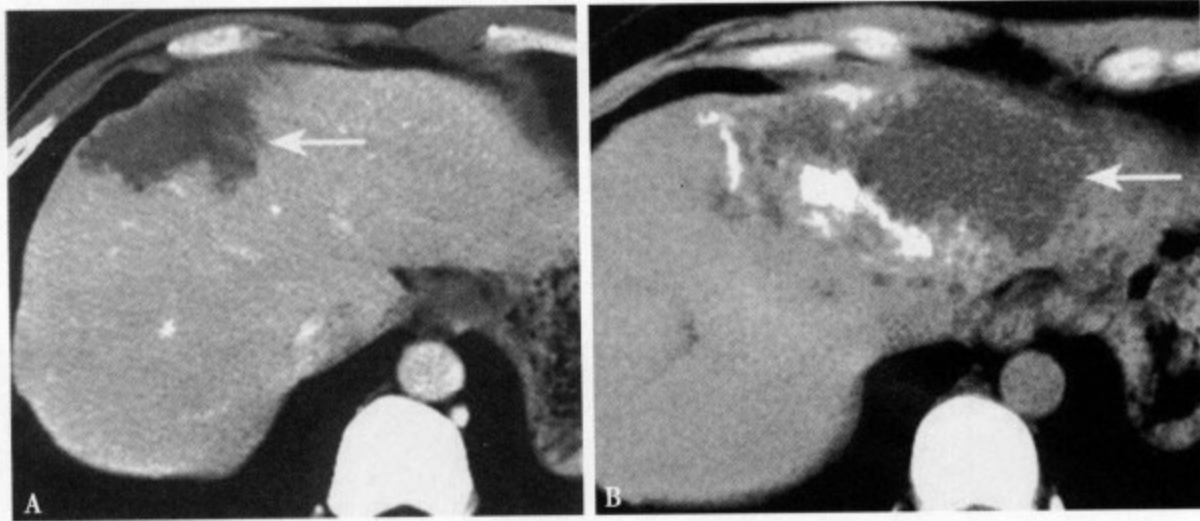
增强CT (A) 肝右叶前段边缘部地图样低密度病灶内部及边缘部均未见强化；CT平扫 (B) 肝左叶内侧段显示一不规则形肿块，密度不均，边缘不清，边缘部可见斑点及斑块状钙化影
